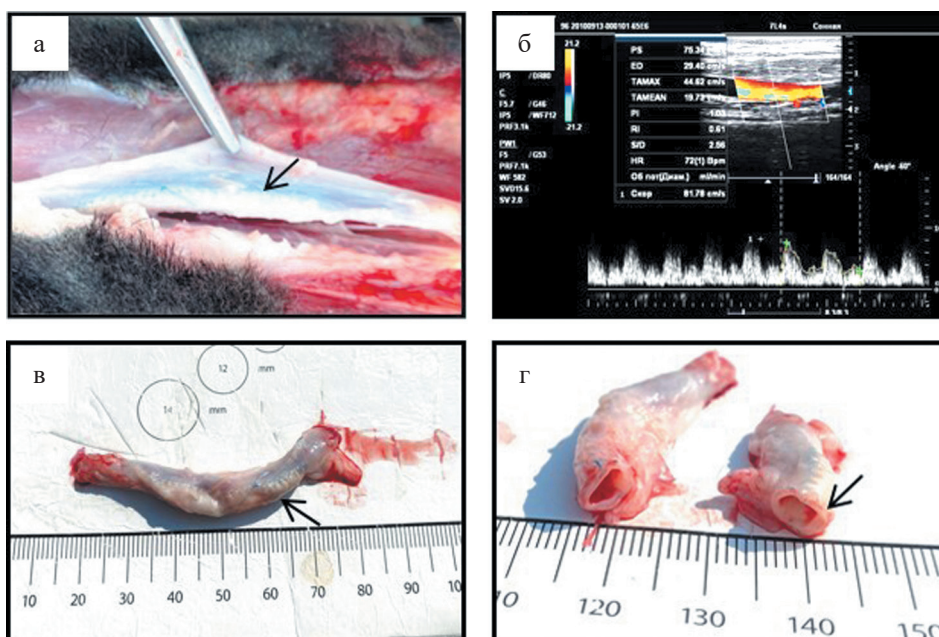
ПУ-матрикс: а – вид на ПУ-матрикс через 6 месяцев имплантации в сонную артерию овцы; б – УЗИ сонной артерии через 6 месяцев после имплантации ПУ-матрикса; в – эксплантированный ПУ-матрикс с прилежащими участками сонной артерии овцы; г – поперечный срез сонной артерии с имплантированным ПУ-матриксом
